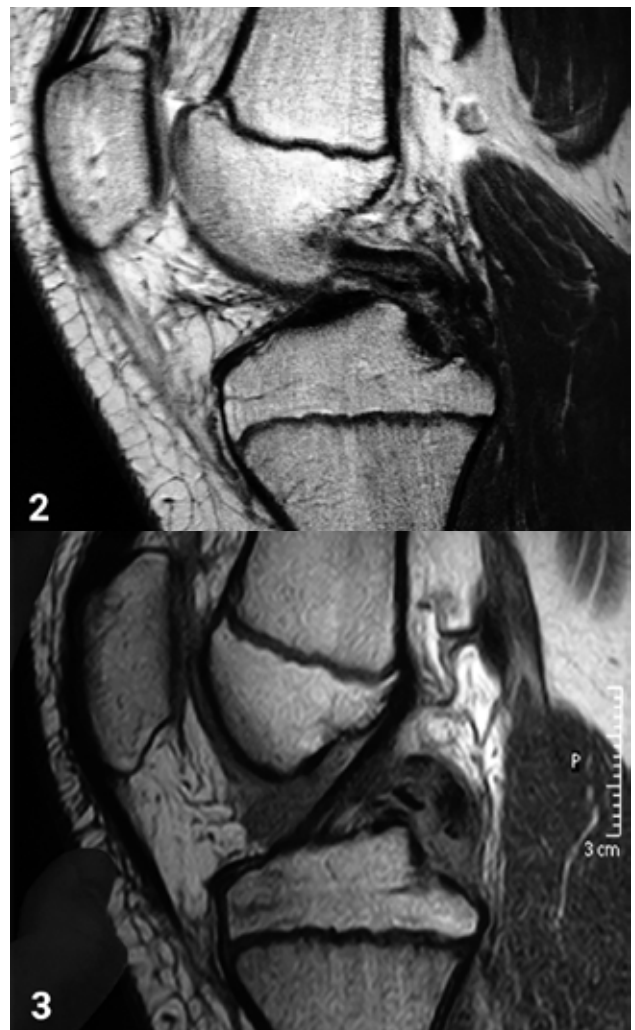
RMN que confirma avulsión tibial del Ligamento Cruzado Posterior, sin evidencia de otras lesiones.
